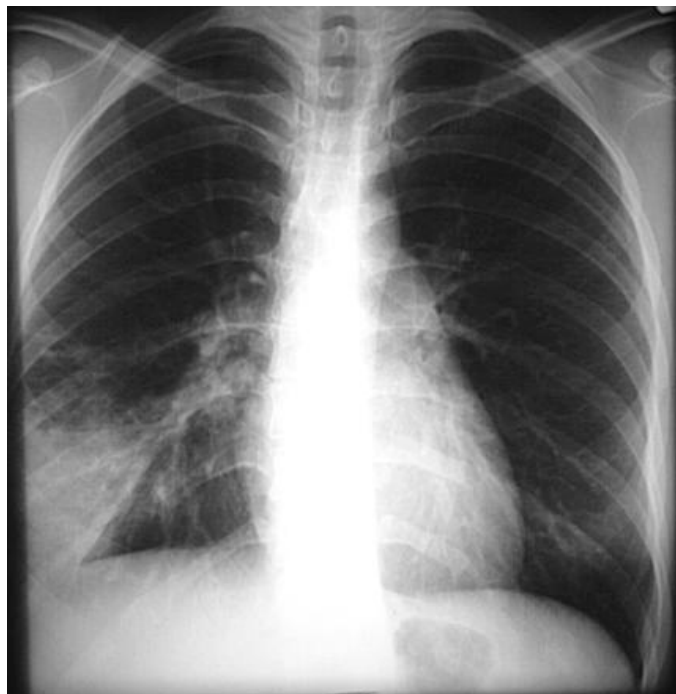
Рентгенограма хворого
